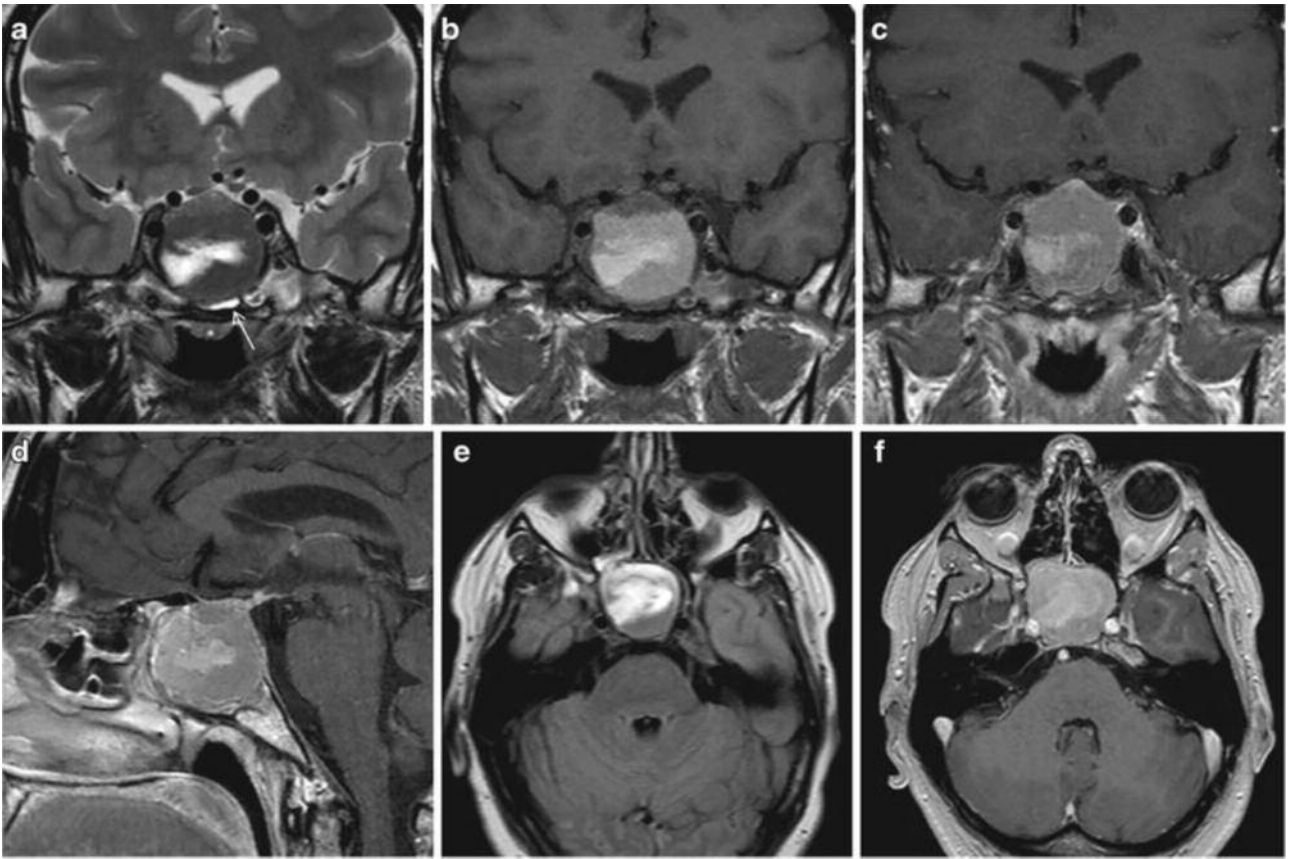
Большая макроаденома гипофиза с МРТ-признаками подострого кровоизлияния. В этой фазе кровотечения проявляется гиперинтенсивным сигналом как на T1 ВИ (b), так и на T2 ВИ (a). В T2 ВИ (a, e) определяется утолщение сфеноидальной слизистой оболочки (стрелки). Этот признак очень специфичен для АГ. При контрастировании определяется (c, d, f) остаточное увеличение гипофиза (стрелка от с по сравнению к (b)). Обратите внимание на сдавление зрительного пути, более наглядное на T2 ВИ
